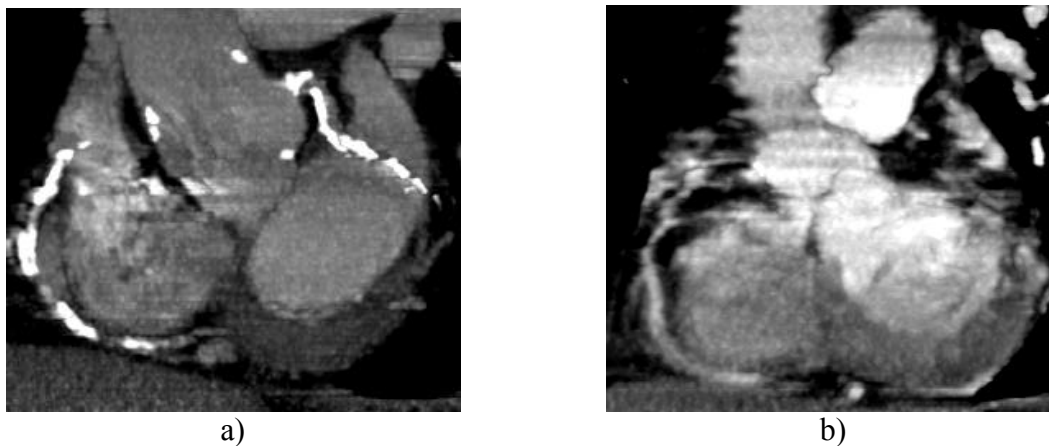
Limitationen bei der Beurteilbarkeit der CT-Koronarographie. A: 62-jähriger ambulanter Patient mit ausgeprägtem kardiovaskulären Risikoprofil. Coronare MPVR in MIP-Technik. Extensive Verkalkungen in der RCA und im RCX als Ausdruck einer koronaren Atherosklerose. Durch die Verkalkungen ist die Beurteilung des Gefäßlumens nicht möglich. B: 58-jährige Patientin. Initialer Puls 62 Schläge/min.. Während der Untersuchung aufgetretene Arrhythmien mit Frequenzen bis 94 Schläge/min.. Coronare MPVR: Die RCA kann durch die Herzbewegungen nicht scharf abgebildet werden.*
